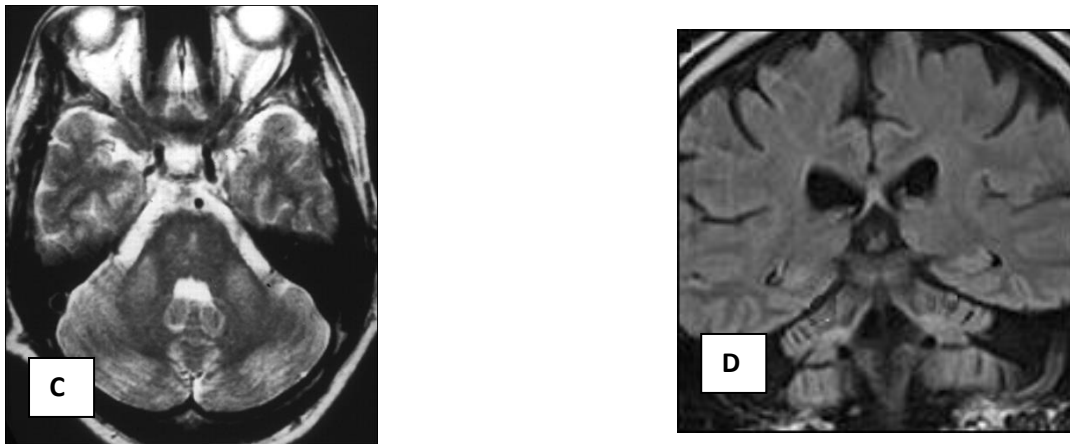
IRM d'une atrophie olivo-ponto-cérébelleuse. En B la « croix du pont » En C l'atrophie et l'hypersignal en FLAIR des pédoncules cérébelleux moyens .
